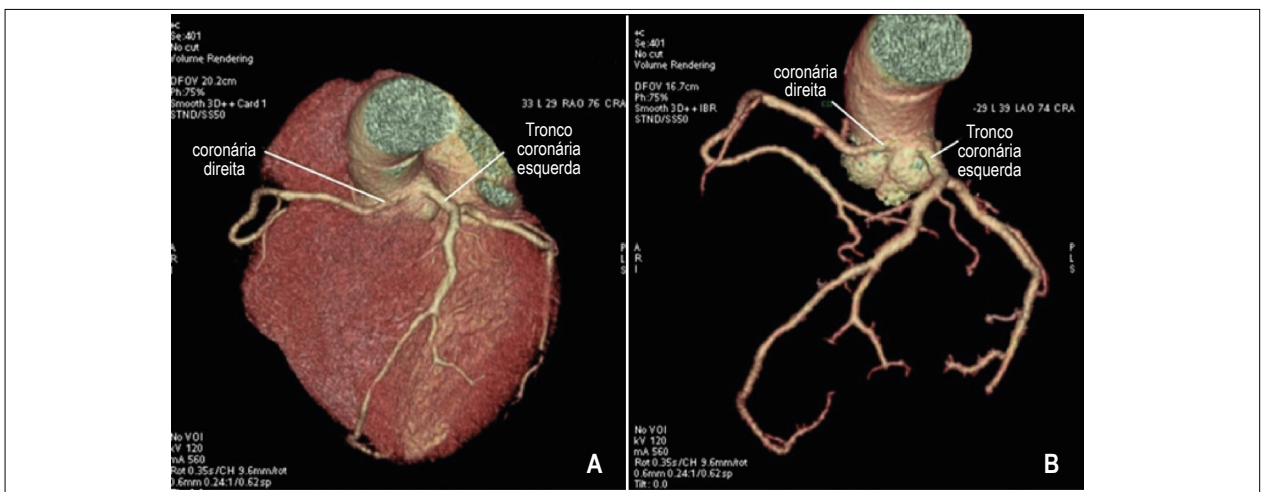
Angiotomografia das artérias coronárias. A e B: Origem imprópria da artéria coronária direita em seio de valsalva esquerdo, adjacente à origem do tronco da coronária esquerda.
